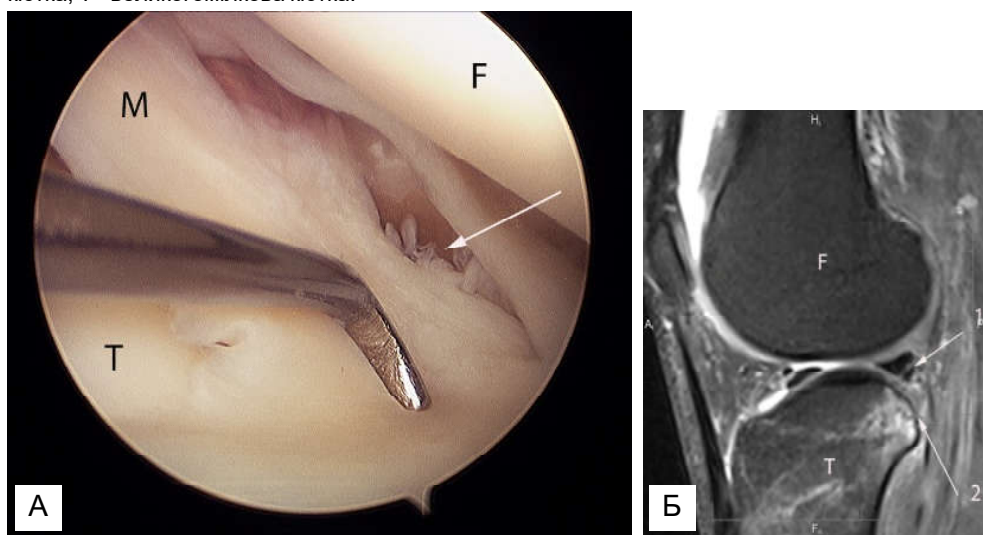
А. Артроскопія колінного суглоба, косий розрив заднього рогу латерального меніска (F - суглобова поверхня латерального виростку стегна; М - латеральний меніск; Т - суглобова поверхня великогомілкової кістки; стрілкою вказано лінію розриву меніска). В. МРТ скан колінного суглоба. Сагітальна площина. PD fs зображення. 1 - косий розрив заднього рогу латерального меніска. 2 - перелом латерального плато великогомілкової кістки. F - латеральний виросток стегна; Т - латеральний виросток великогомілкової кістки.
